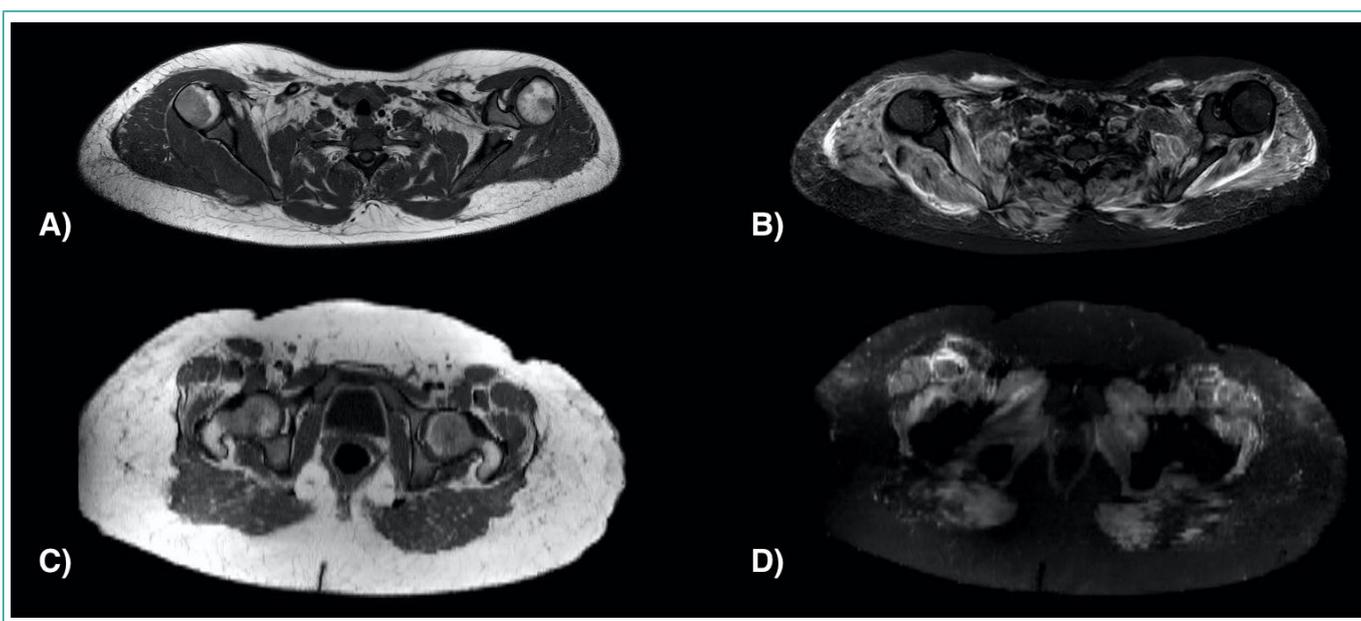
Resonancia sin contraste con edema muscular generalizado de forma bilateral y simétrica (fase aguda): A) corte transversal en secuencia T1 en cintura escapular y proximal de brazos; B) corte transversal en secuencia STIR en cintura escapular y proximal de brazos; C) corte transversal en secuencia T1 en cintura pelviana y proximal de muslos; D) corte transversal en secuencia STIR en cintura pelviana y proximal de muslos.
